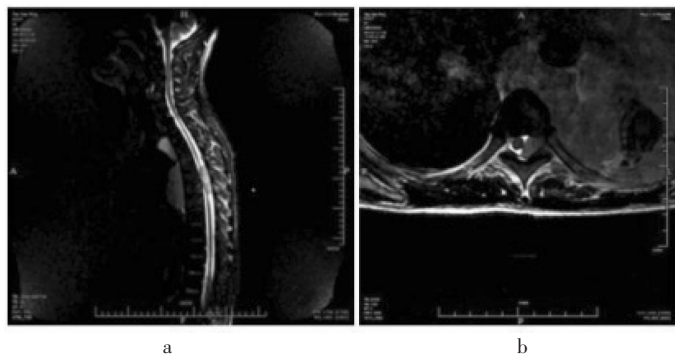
Thoracolumbar enhanced magnetic resonance of case 1
